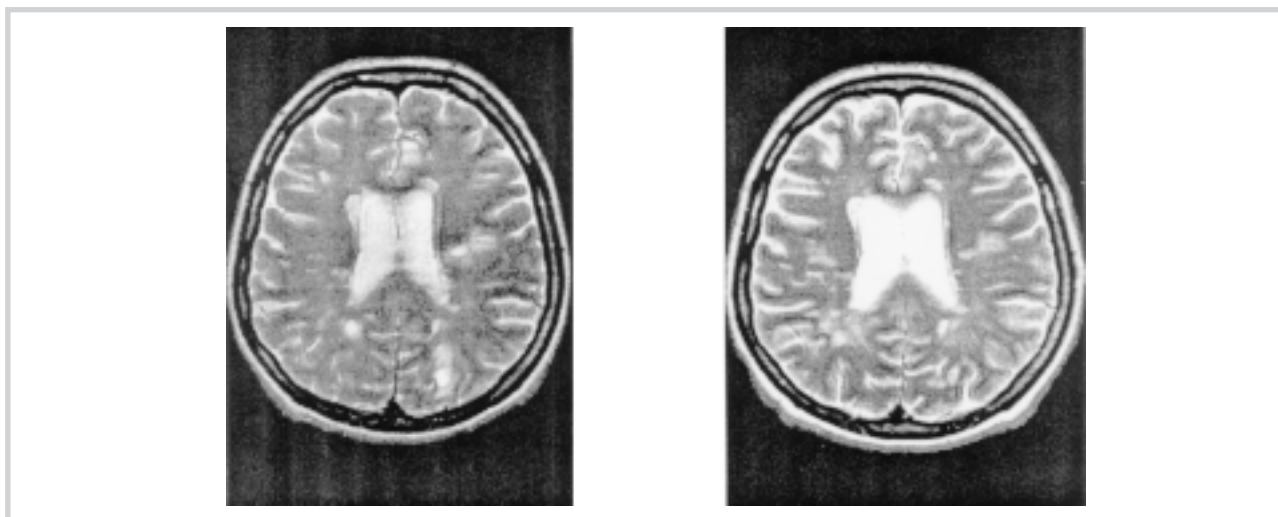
Уменьшение количества активных очагов при динамическом МРТ-исследовании головного мозга у пациента 15 лет с ремиттирующим РС на фоне 6 мес терапии бетафероном.
